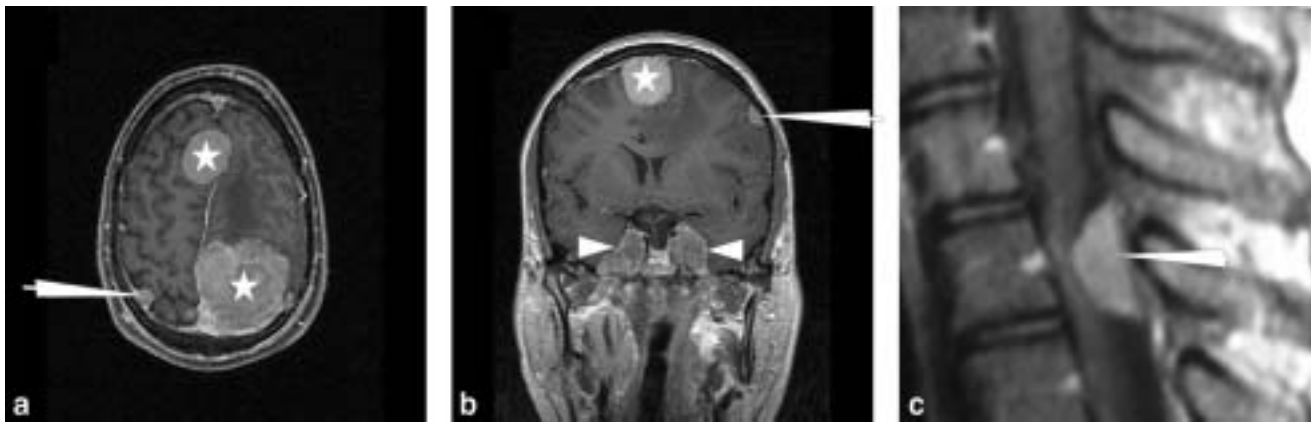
Aspect IRM des méningiomes dans la NF2. Séquences pondérées T1 avec Gadolinium, (a) axial et (b) coronal : méningiomes multiples, parasagittaux (étoiles), de la convexité (flèches) et des sinus caverneux (têtes de flèche). (c) : méningiome rachidien responsable d'une compression médullaire.
